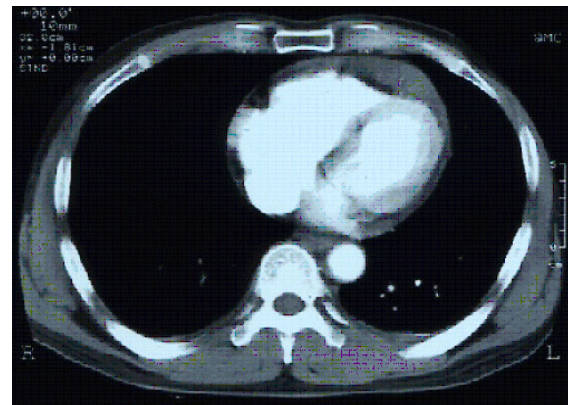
Abdominal CT Scan shows mild to moderate pericardial effusion.
